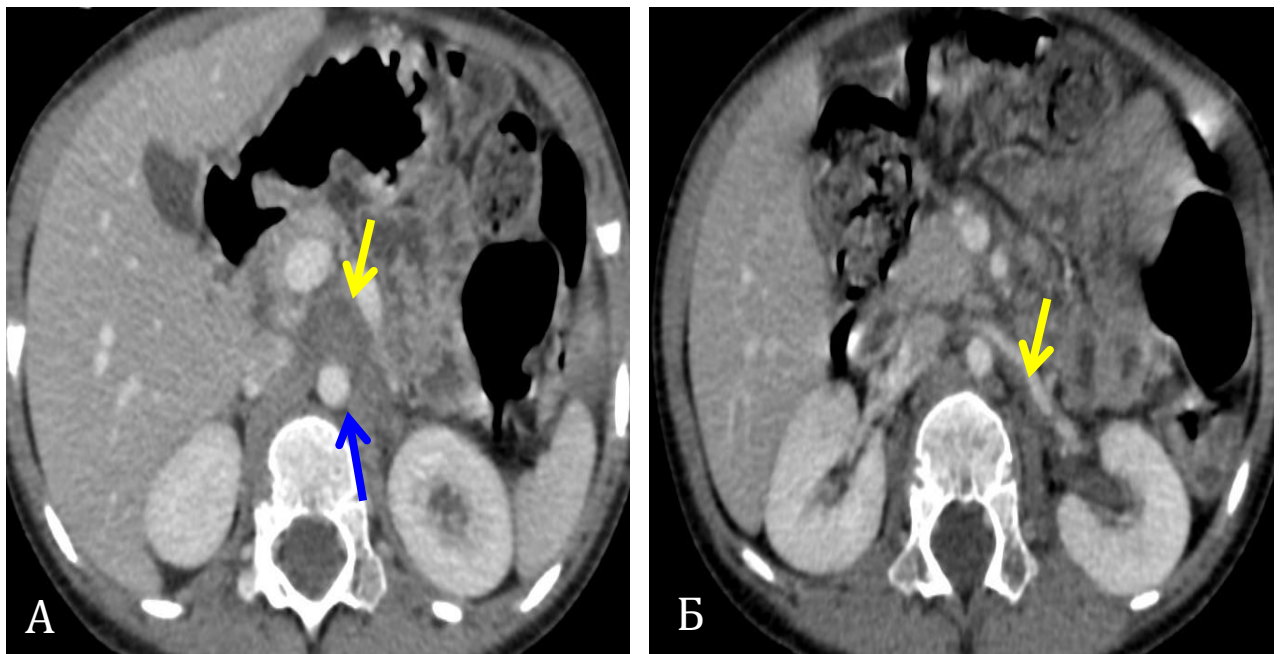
Контрольное КТ исследование после хирургического лечения.
